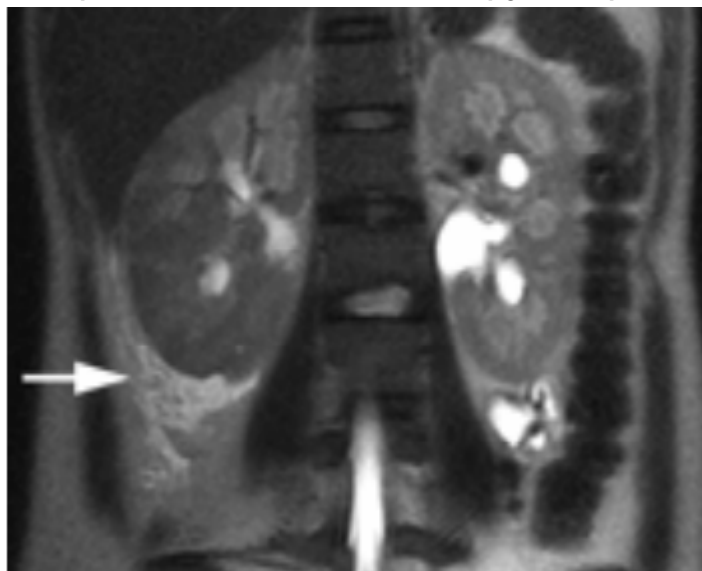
B. IRM, coupe coronale, séquence pondérée en T2, sans injection, l'image montre une augmentation de la taille du rein droit et une infiltration péri-rénale, ce qui est conforme avec une pyélonéphrite.
